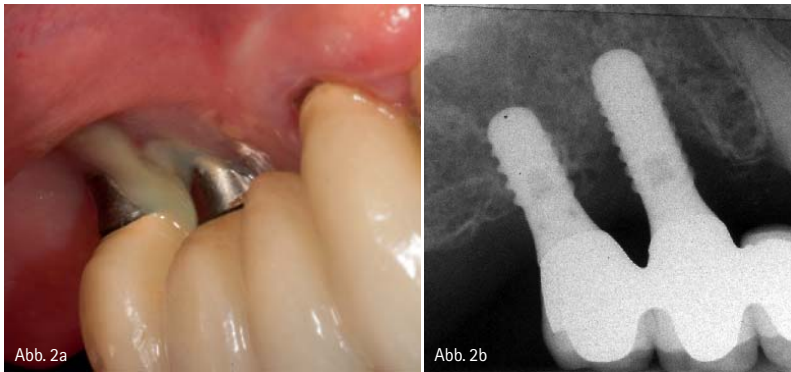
Periimplantitis mit Staphylokokkeninfektion. – Abb. 2b: Röntgenbild mit ausgeprägtem horizontalen Knochenabbau.
